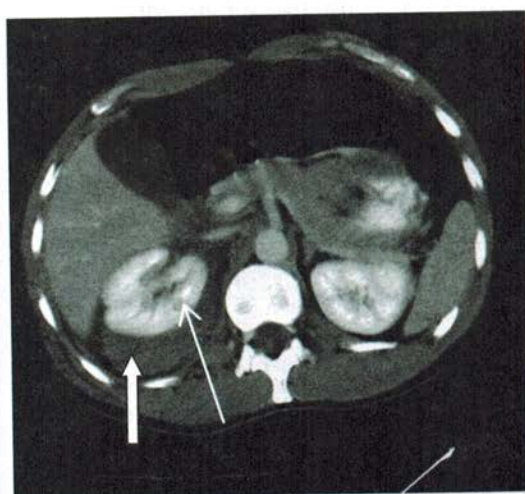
Томограмма больной К.
